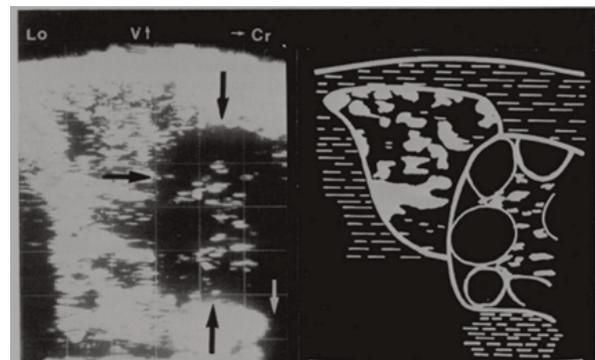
Weichteildifferenzierung bei komplexer Raumforderung: 3-jähriger fiebernder Junge mit hohen Entzündungszeichen. Rö Thorax: großer Leberschatten, fragliche leichte Eintrübung des Mittellappens. Sonographie: Verd. auf subphrenischen Abszess, operativ subkapsulärer Leberabszess.
